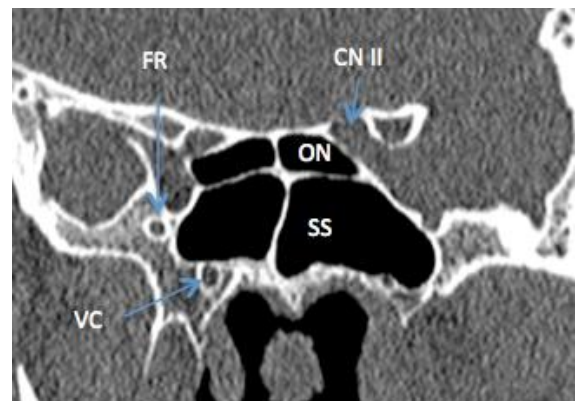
TC coronal mostrando la proximidad de la Celda de Onodi (ON) al nervio óptico (CN II)
